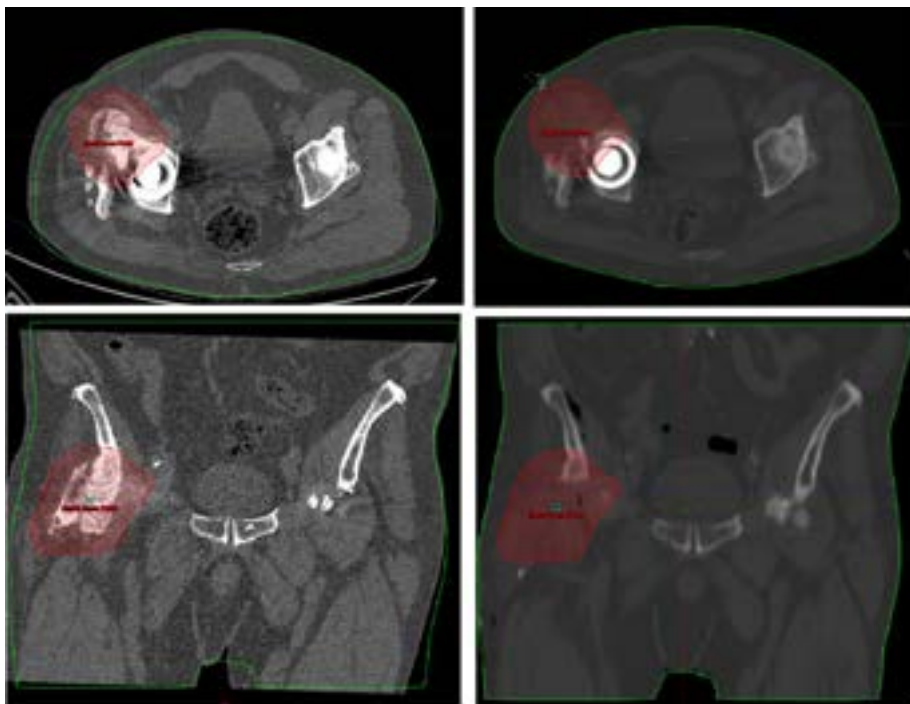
Volumen delimitado (PTV) representado en TC prequirúrgico (izquierda) y en TC Simulación postquirúrgico (derecha).
